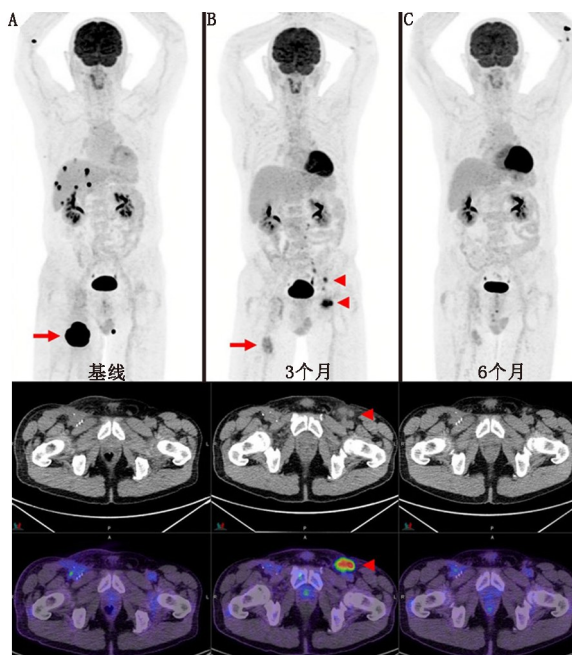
骨转移灶缓解,引流区域出现新发淋巴结。基线时的转移性黑色素瘤患者(A,箭头示)在 4 个周期伊匹单抗联合治疗(简称单抗)和纳武单抗联合治疗后,右股病变明显缓解以及肝和肾上腺多发转移完全代谢缓解(B,箭头示),然而在左腹股沟和髂骨区域出现新的 ^{18}F -FDG 代谢增高淋巴结(B;三角示);这些淋巴结活组织检查提示反应性 T 细胞,并在后续扫描图像中消失(C)。右股病变对侧短暂出现反应性淋巴结,可能是由于右侧腹股沟清扫导致淋巴异常引流至对侧淋巴结所致。针对 CD8+ T 细胞的免疫 PET,如 2'-脱氧-2'- ^{18}F -氟代-9- β -D-阿糖呋喃鸟嘌呤(^{18}F -Ara-G)/颗粒酶 B,或许能够对这些疑似假进展的病例进行无创性鉴定
